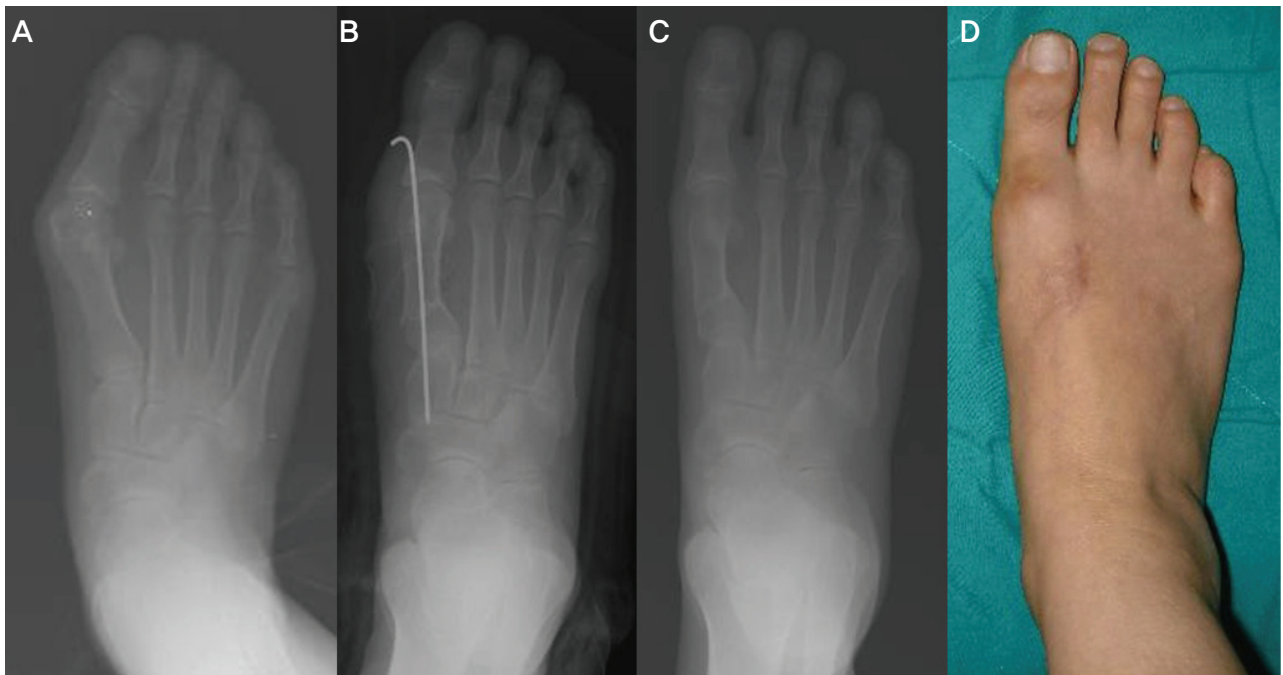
Anteroposterior radiographs and gross photograph of proximal metatarsal osteotomy. (A) preoperative radiograph, (B) immediate postoperative radiograph, (C) last follow-up radiograph, (D) last follow-up gross photograph.
